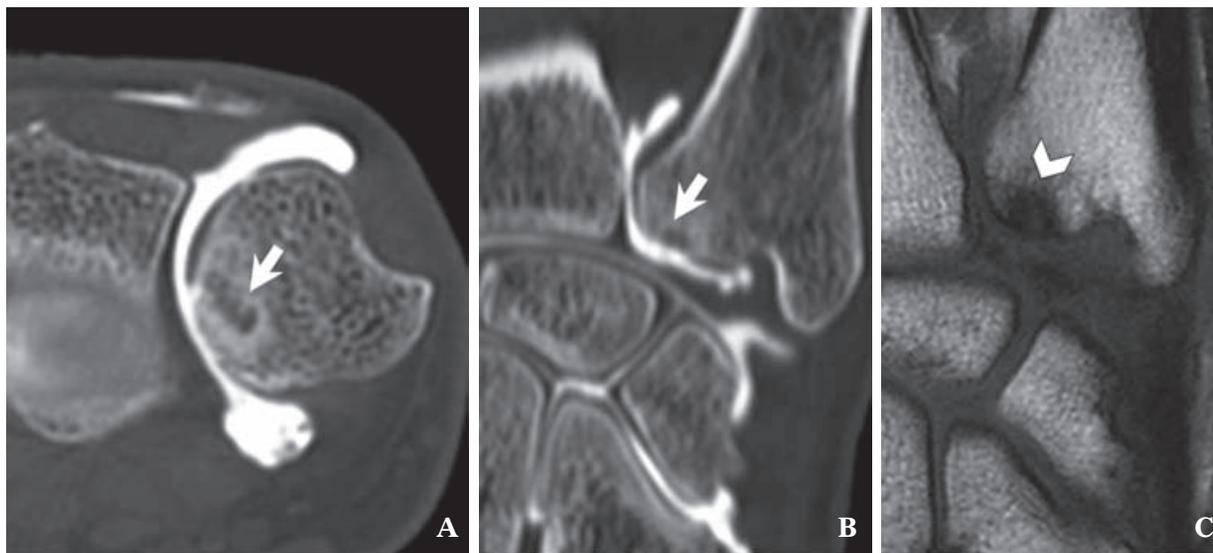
Lésion cartilagineuse de la tête de l'ulna sur les reformations transverse (A) et coronale (B) de l'arthroscanner et sur une coupe coronale pondérée T1 de l'IRM standard (C). L'abrasion complète du cartilage, les géodes et la sclérose sous-chondrales (flèche) sont bien visibles en arthroscanner, alors que l'IRM montre uniquement les anomalies de signal sous-chondrales (tête de flèche).
